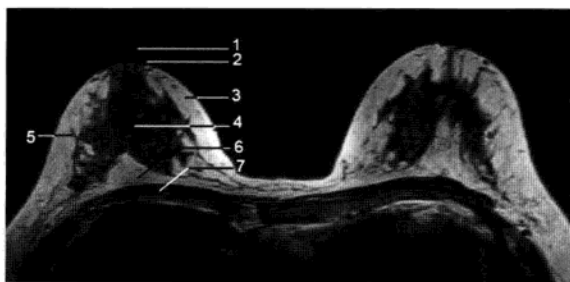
正常乳腺 MRI 解剖 (横断面 T_1 WI)
